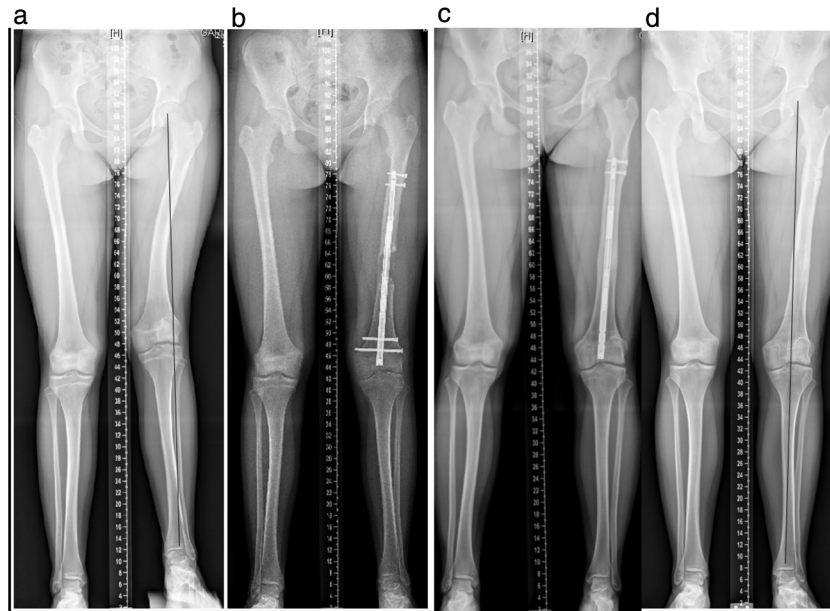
Acortamiento de 5,5 cm, valgo y deformidad rotacional de fémur izquierdo tras artritis séptica neonatal de rodilla. Mujer de 12 años. a) Telerradiografías preoperatorias. b) Alargamiento y corrección angular/rotacional mediante clavo retrógrado Precice2®. c) Consolidación y compensación de la discrepancia a los 6 meses del postoperatorio. Los tornillos de bloqueo de rodilla requirieron una retirada precoz por movilización de uno de ellos. d) Control radiológico 12 meses tras la retirada del clavo.
